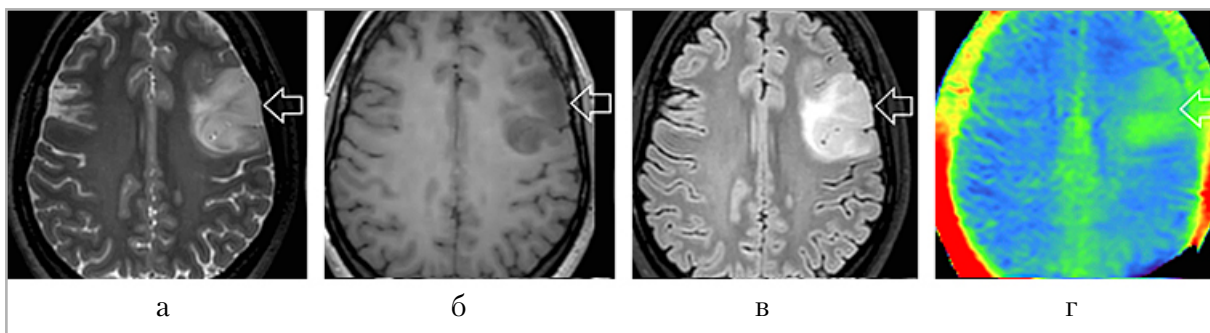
Женщина, 25 лет. МР-изображения головного мозга: *a* – T2-взвешенные изображения; *б* – T1-взвешенные изображения после контрастного усиления; *в* – T2-FLAIR-взвешенные изображения пациента; *г* – изображения, взвешенные по амидному протонному переносу; объемное образование в левой лобной доле (*стрелка*), олигодендроглиома Grade 2, IDH-mutant, коделеция 1p/19q+, ICD-O code 9450/3, без признаков симптома T2/T2-FLAIR несоответствия, не накапливающее контрастный препарат, со слабым повышением сигнала на АПП-взвешенных изображениях; нормализованное максимальное значение КСА в периферической части – 2,65
